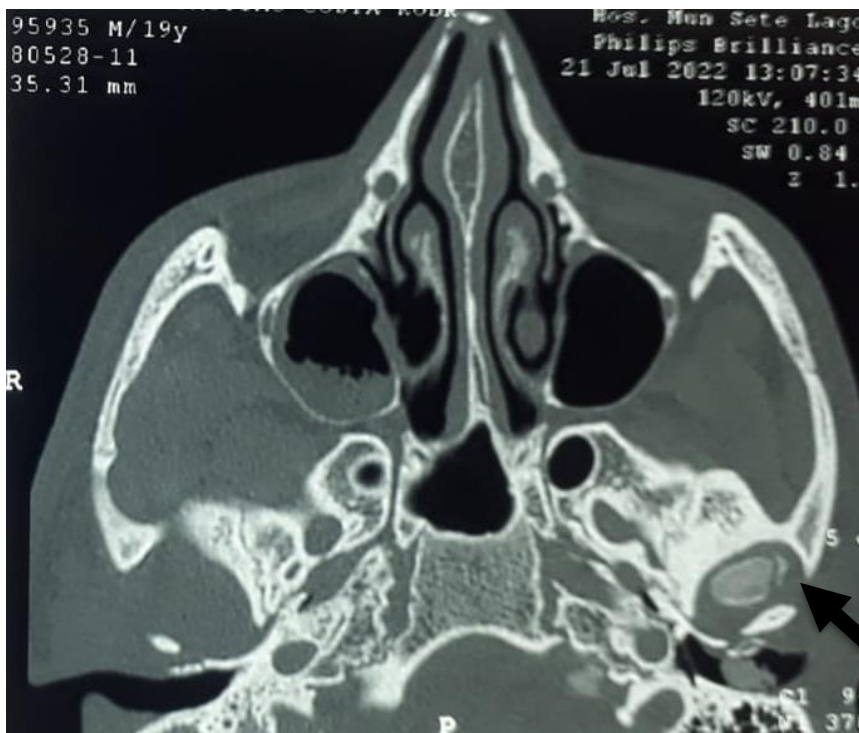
Corte axial na tomografia computadorizada.
